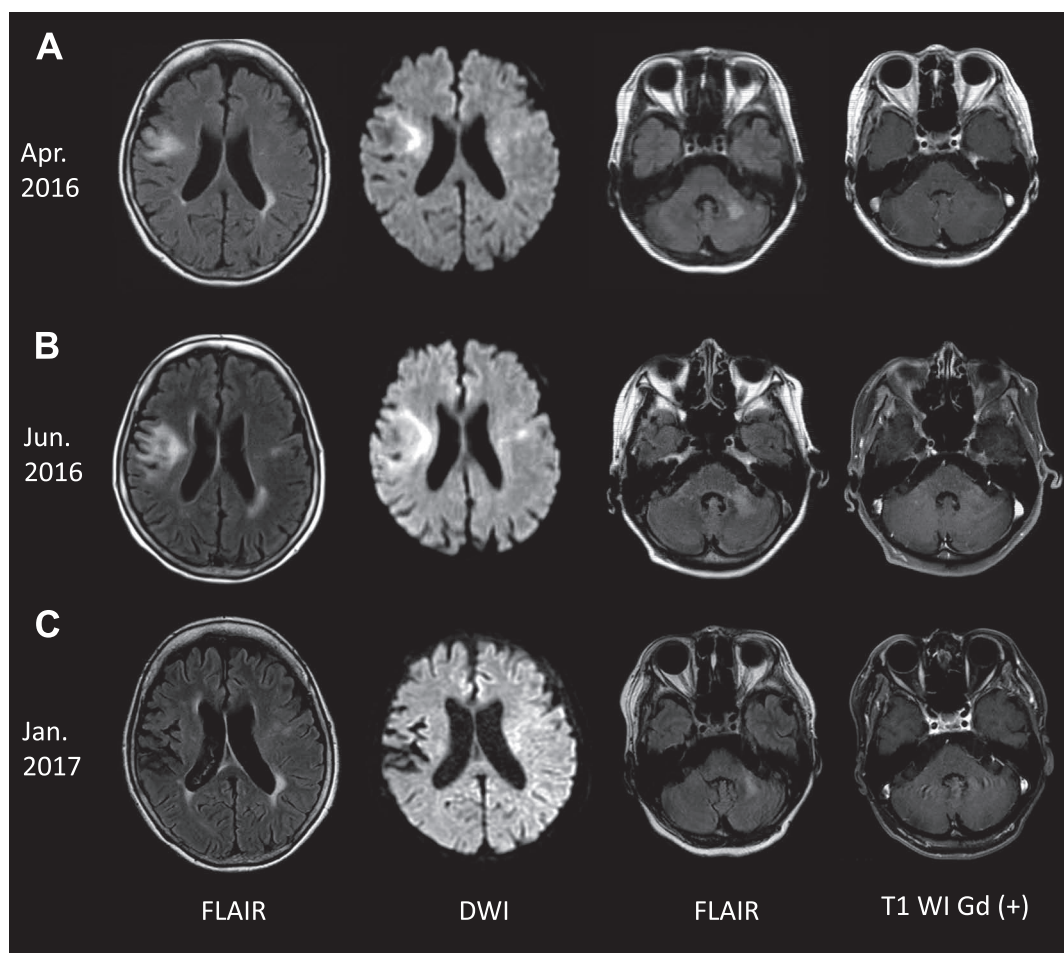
Brain MRI findings of patient 1.
